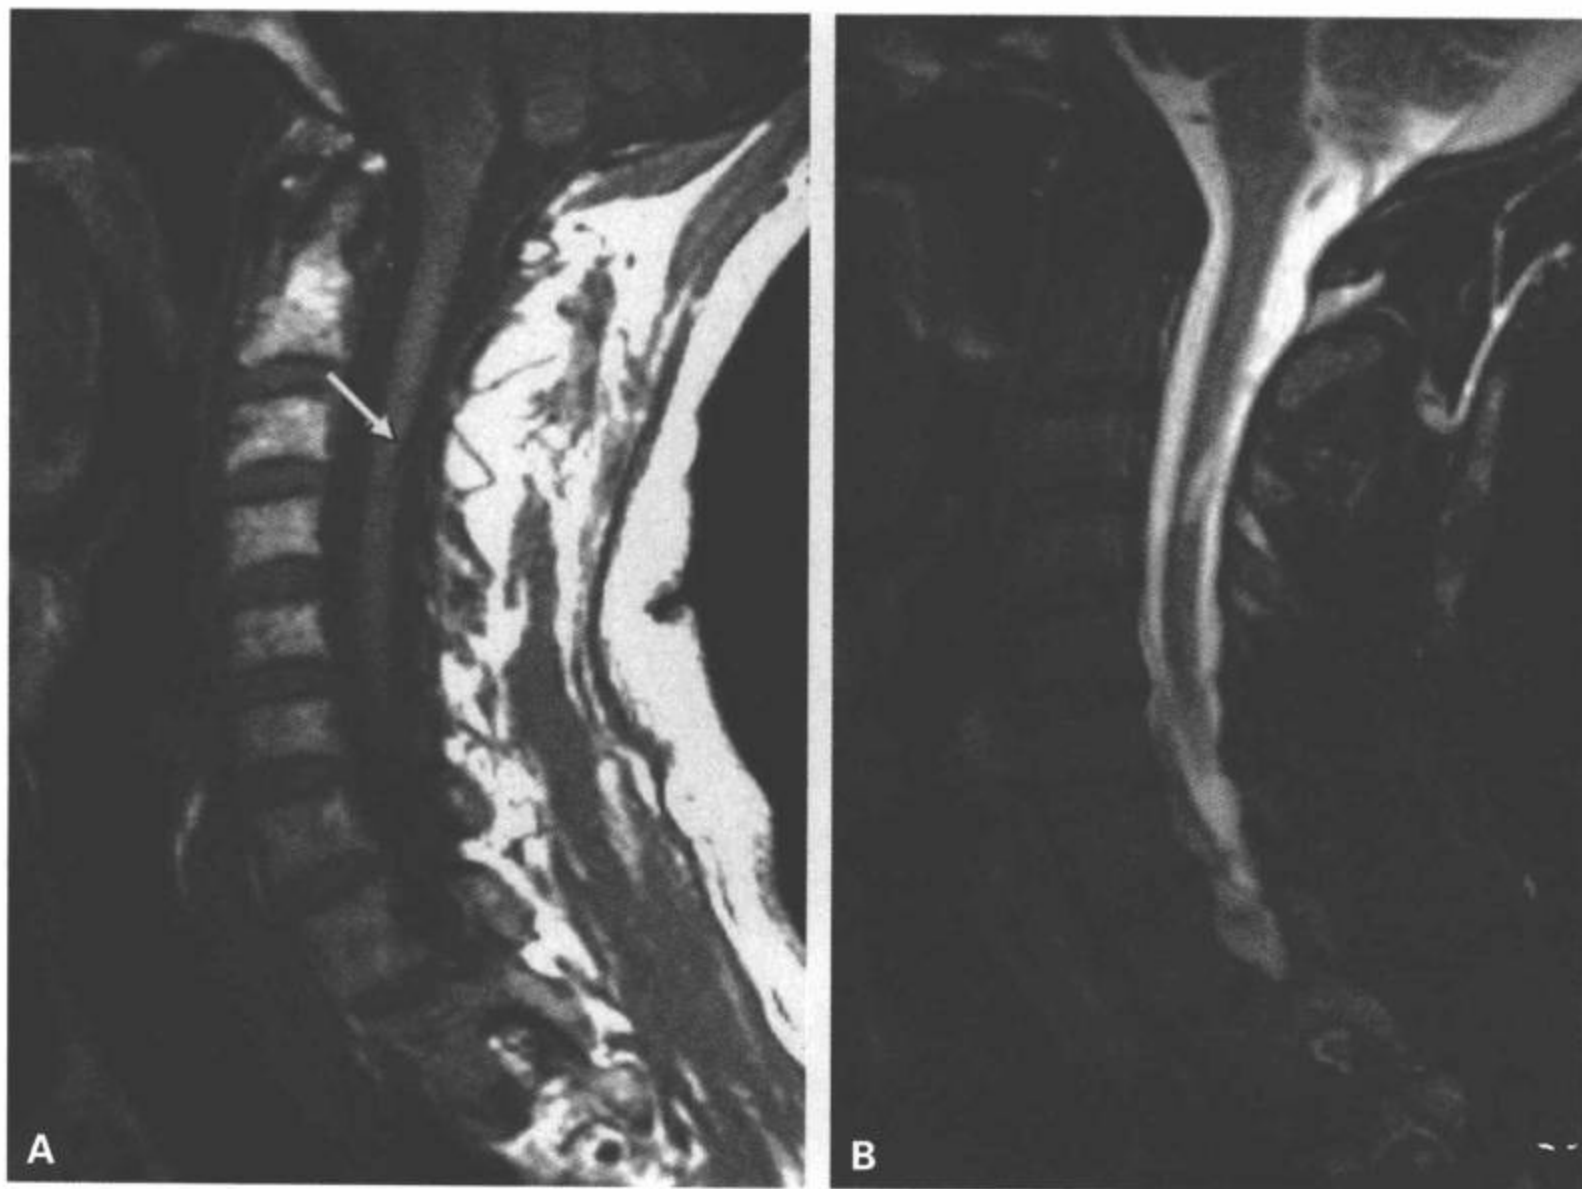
32年颈前部刺伤导致慢性 Brown-séquard 损伤。A: 矢状面T1 加权MRI显示边界清楚、低信号的裂隙,斜行贯穿于左半脊髓(箭)。B: 在与其对应的T2 加权脂肪抑制图像上病变逆转为高信号。
